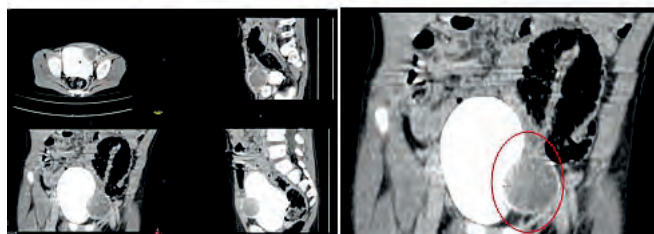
КТ брюшной полости с введением контраста в мочевой пузырь
